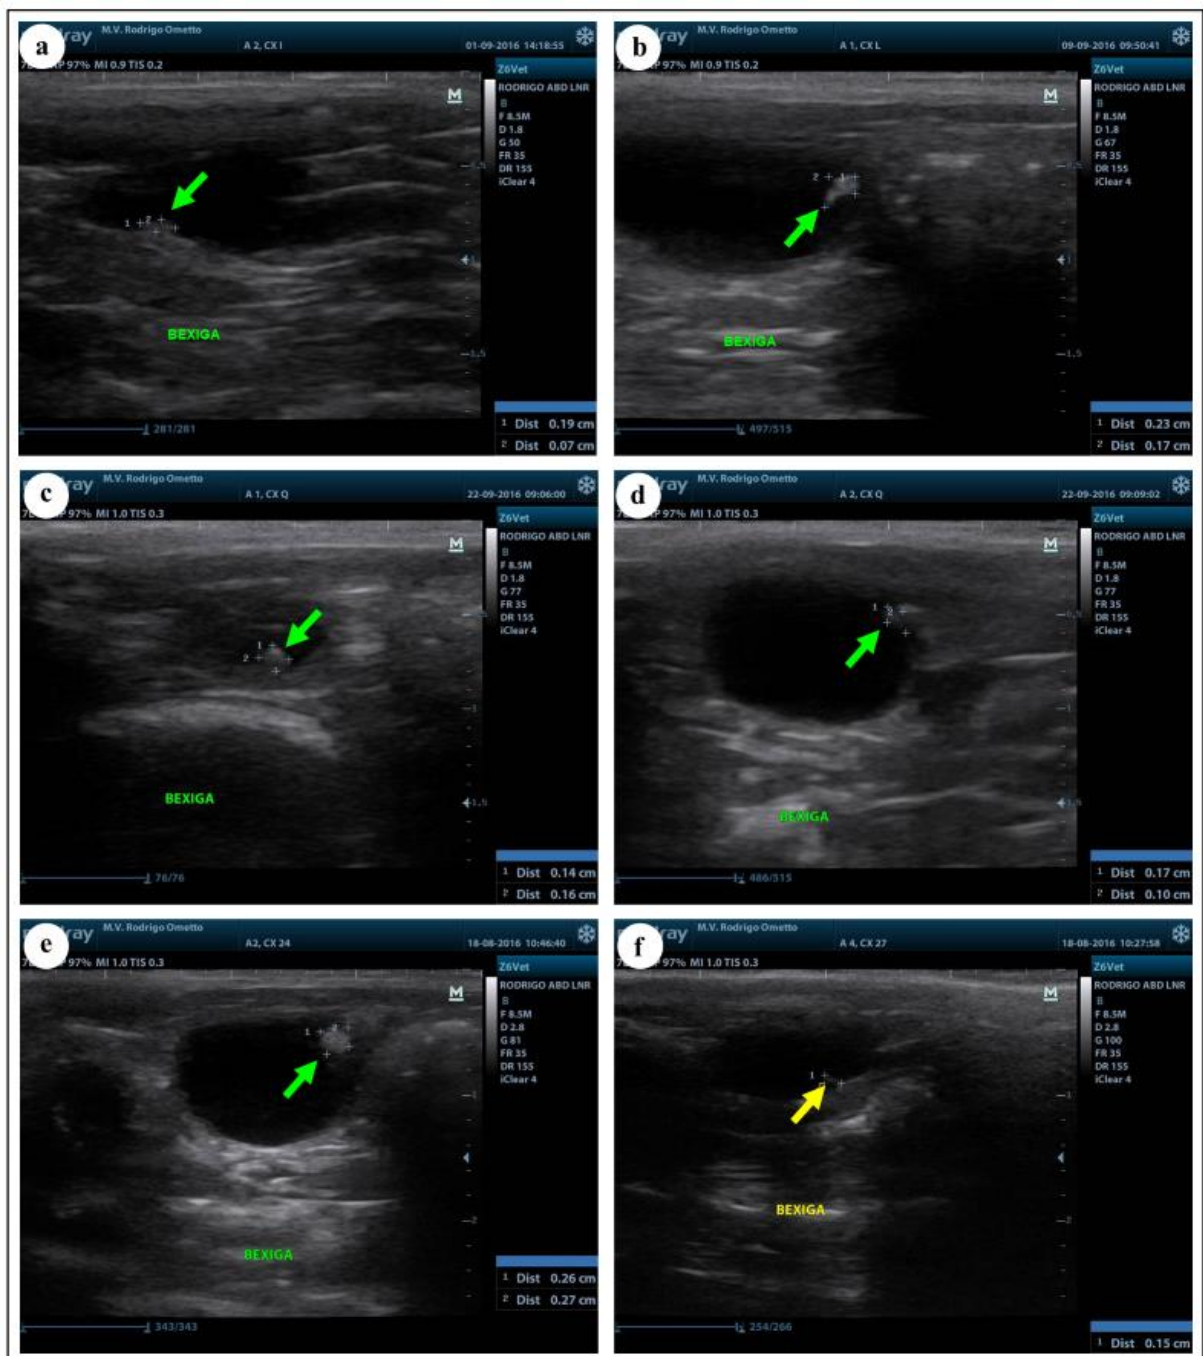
Ultrassonografias representativas dos animais quimicamente induzidos (*setas*): lesão na parede dorsal da bexiga (0,19 x 0,07 cm) (a); lesão na parede cranial da bexiga (0,23 x 0,17 cm) (b); lesão na parede dorsal da bexiga (0,14 x 0,16 cm) (c); lesão na parede cranial da bexiga (0,17 x 0,1 cm) (d); lesão na parede cranial da bexiga (0,26 x 0,27 cm) (e); lesão na parede dorsal da bexiga (0,15 cm) (f).
